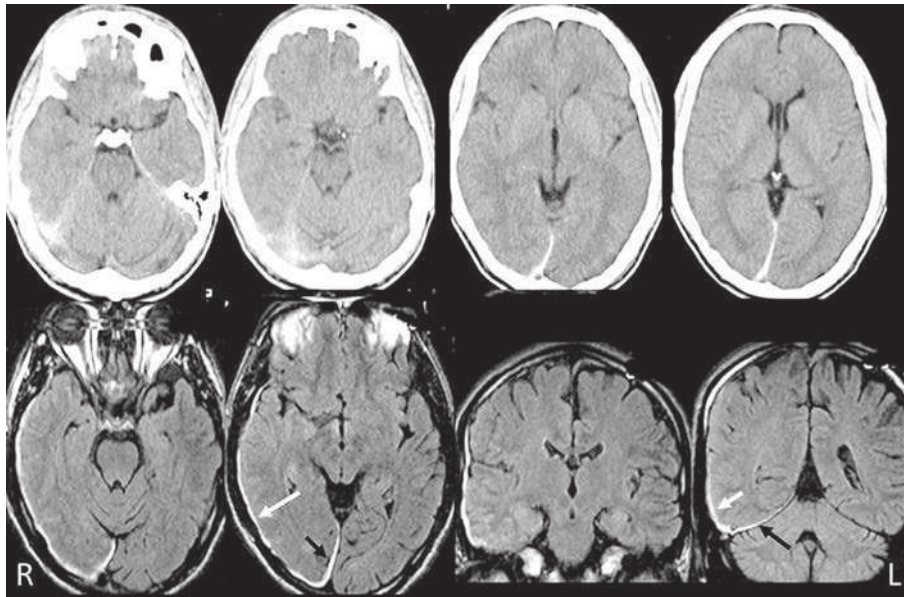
25-year-old, man presented with persisting severe headache after a match of Kick-boxing. CT (the upper) and MRI FLAIR weighted images (the lower) reveals thin subdural hematoma around the bridging vein (arrows).
